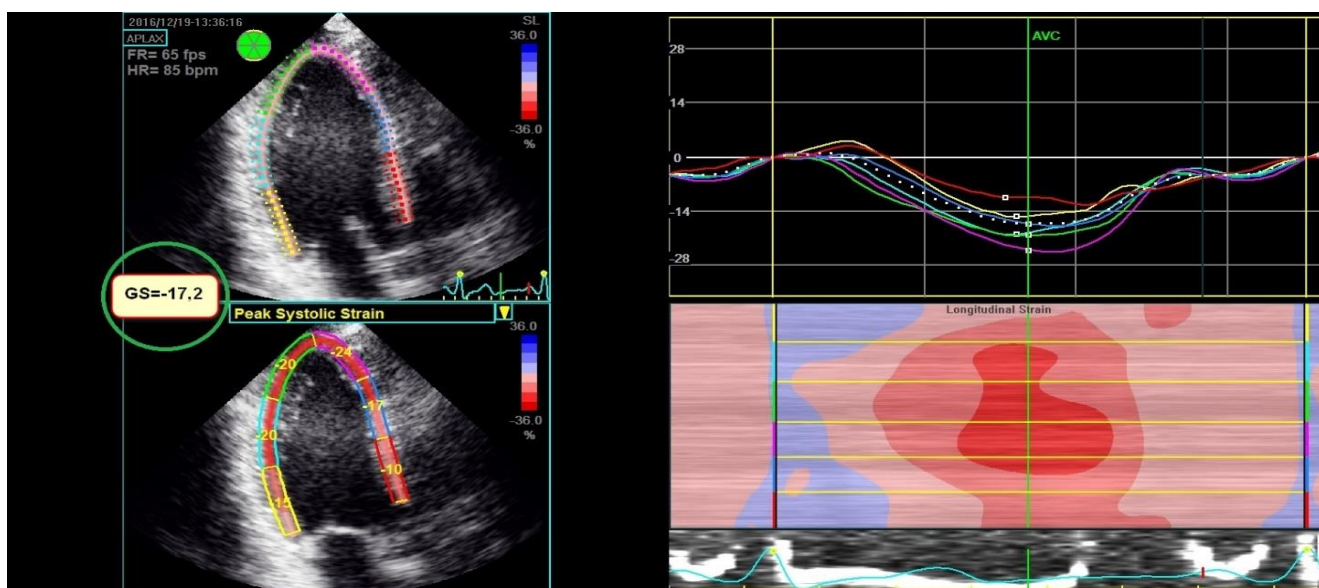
Оценка деформации левого желудочка с использованием технологии спекл-трекинг эхокардиографии в двумерном режиме.
